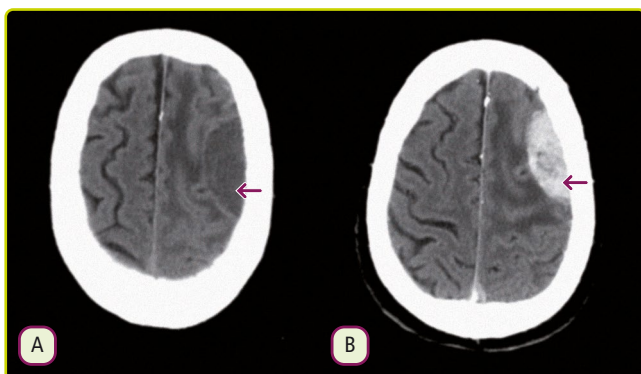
Meningioma. TC sin contraste (A) que muestra una lesión extraaxial frontal izquierda que presenta intenso realce homogéneo tras la administración de contraste intravenoso (B).
